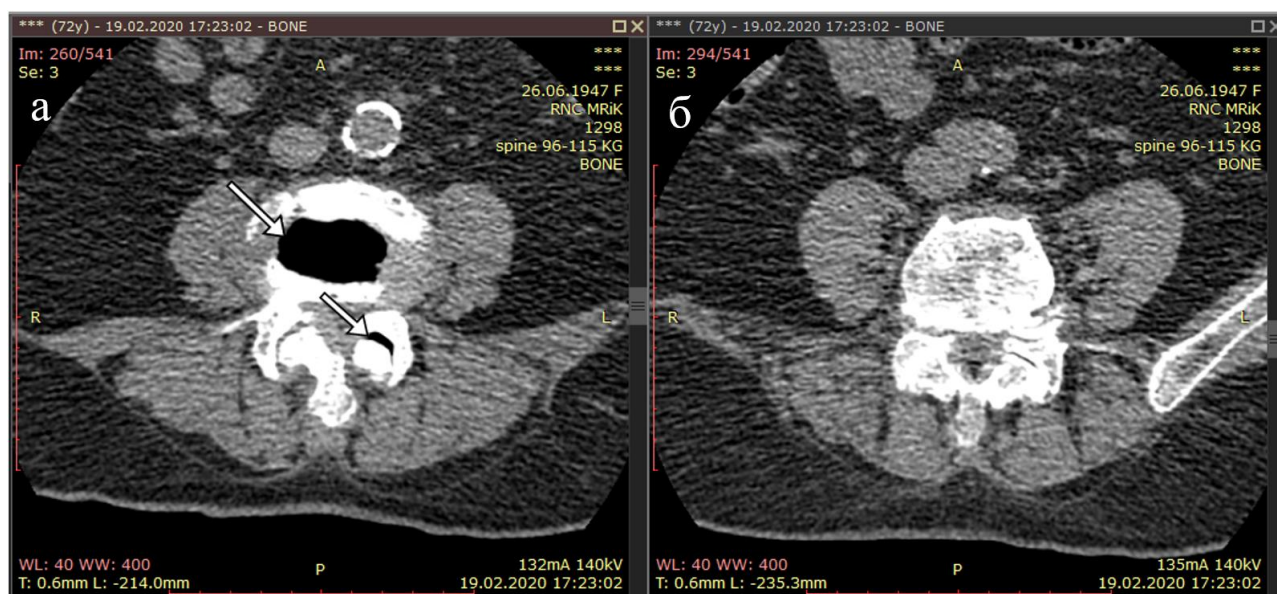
КТ пояснично-крестцового отдела позвоночника пациентки И., мягкотканый режим, аксиальный срез (а – уровень L3-L4, б – уровень L4-L5, стрелкой отмечен «вакуум-феномен»)
